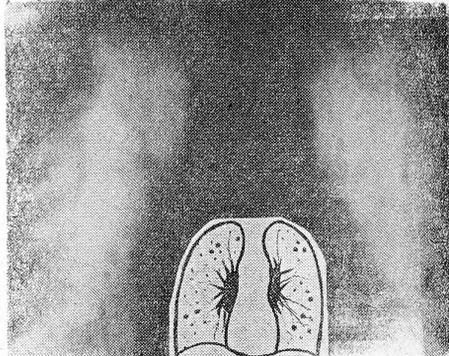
Томограмма больного Д., 54 лет.
